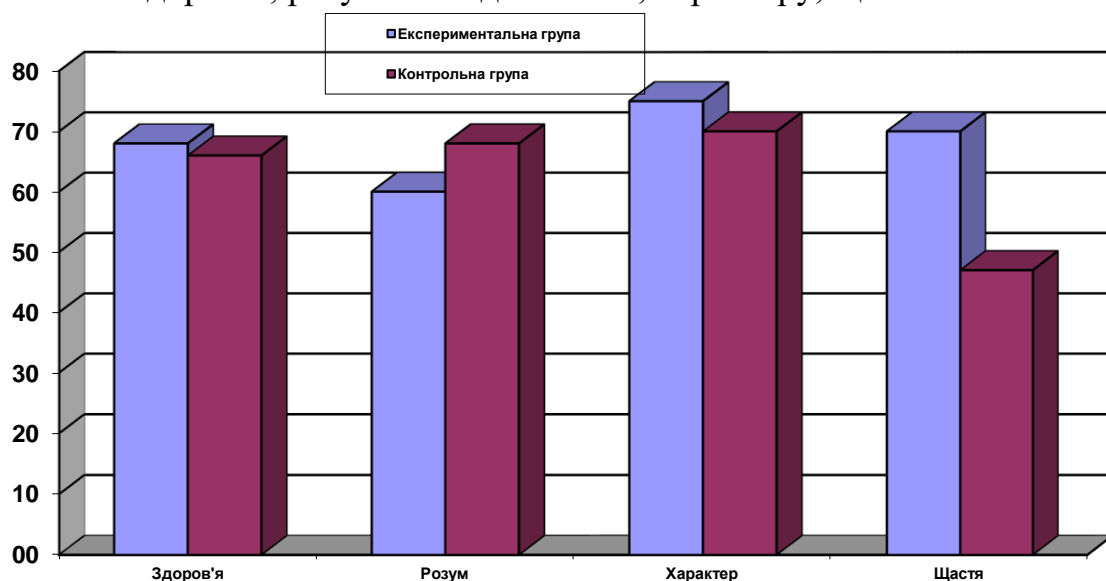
Результати дослідження по методиці Т. Дембо-С. Рубінштейн після музичної психокорекції
